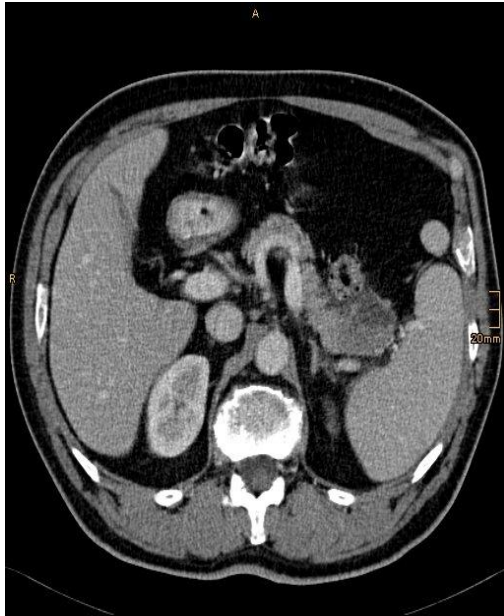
E. G., männlich, 70 Jahre, CT mit KM, neuroendokrines low grade Karzinom des Pankreasschwanzes, lokal resektabel trotz Umschließung der V. ilenalis
